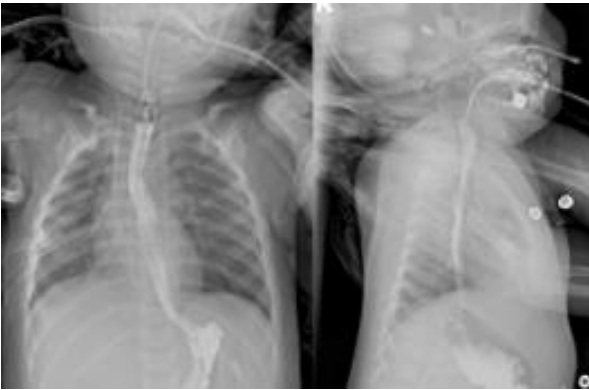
Özofagografide opak maddenin mediastene geçtiği görünüm
